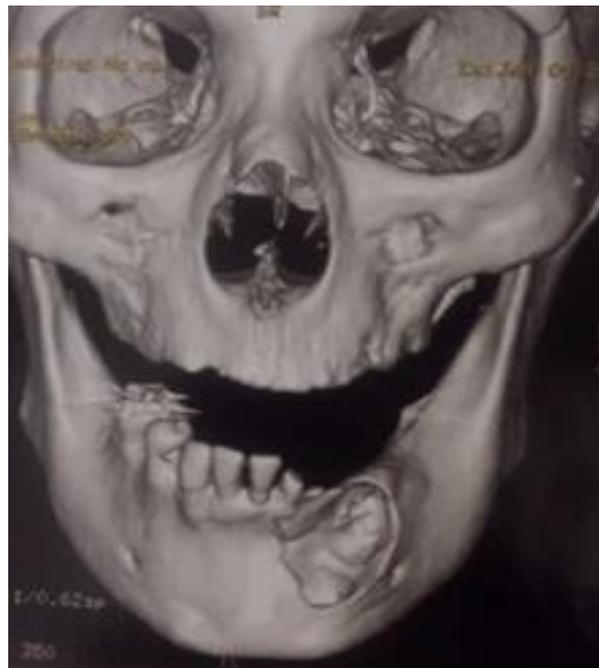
Tomografia computadorizada da face. Fonte: Autores, 2024.
